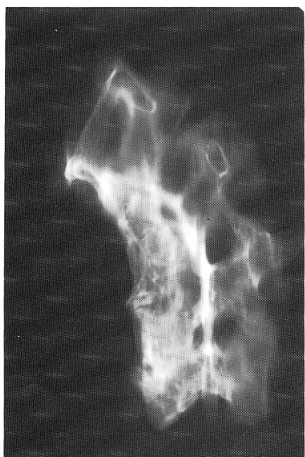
Bloc scoliotique médiéval (I.M.L. de Lyon). Radiographie de profil droit (53 KV 25 m AS) (distance 1 mètre)
